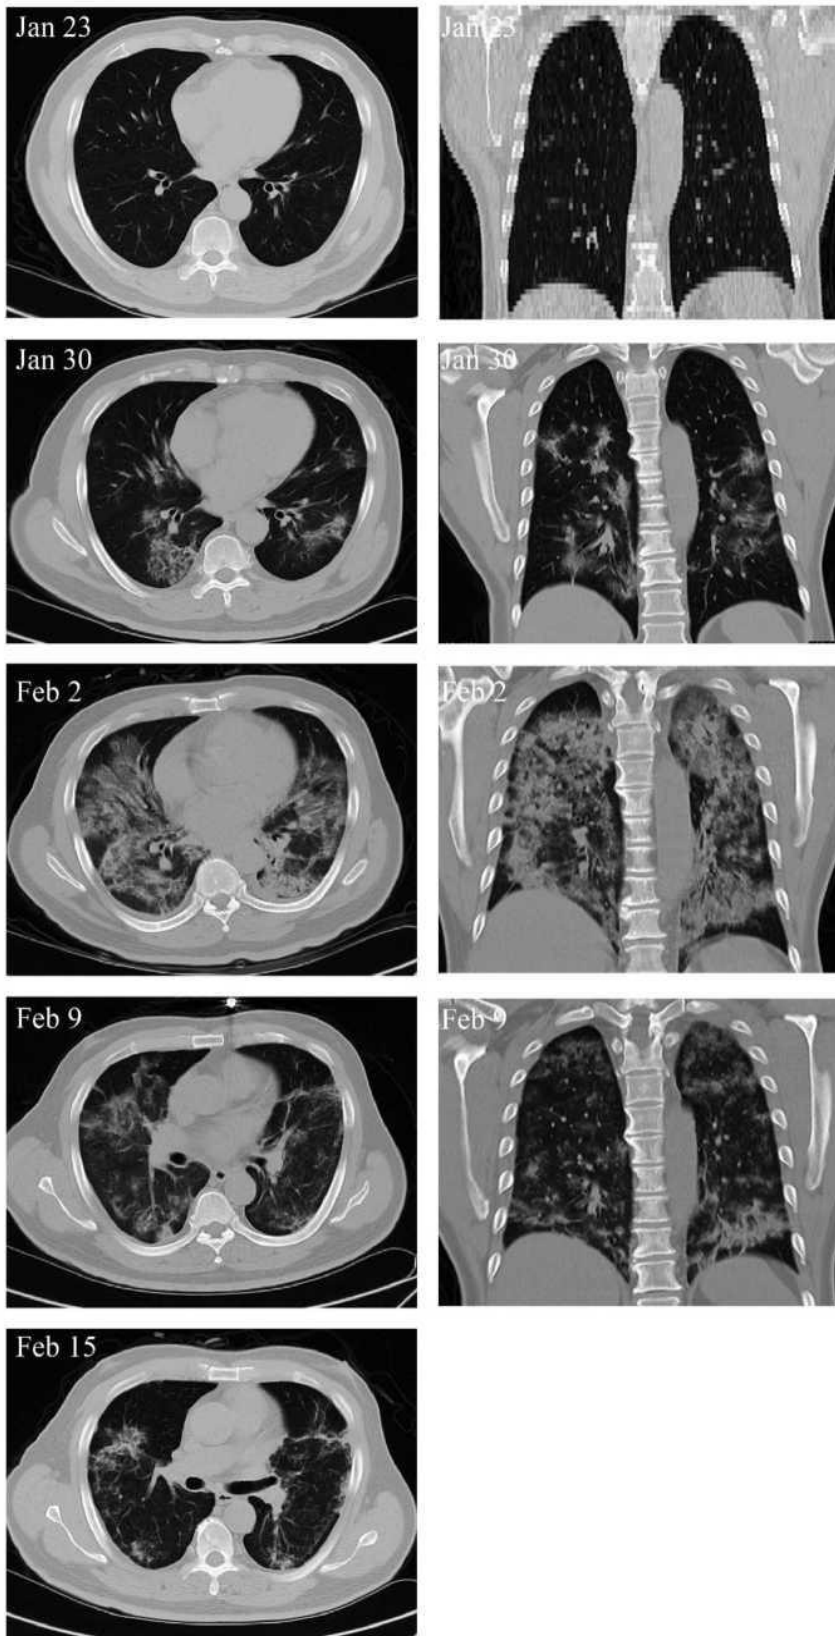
Изображения компьютерной томографии (КТ) грудной клетки пациента с критической формой COVID-19. 23 января показатели пневмонии не наблюдались. 30 января синдром матового стекла и инфильтрация пневмонии наблюдались во множественных сегментах с обеих сторон. Трансплантация клеток была проведена 31 января. 2 февраля пневмония охватила все легкие. 9 февраля инфильтрация в значительной мере уменьшилась. 15 февраля локально сохранилась лишь остаточная матовость.
